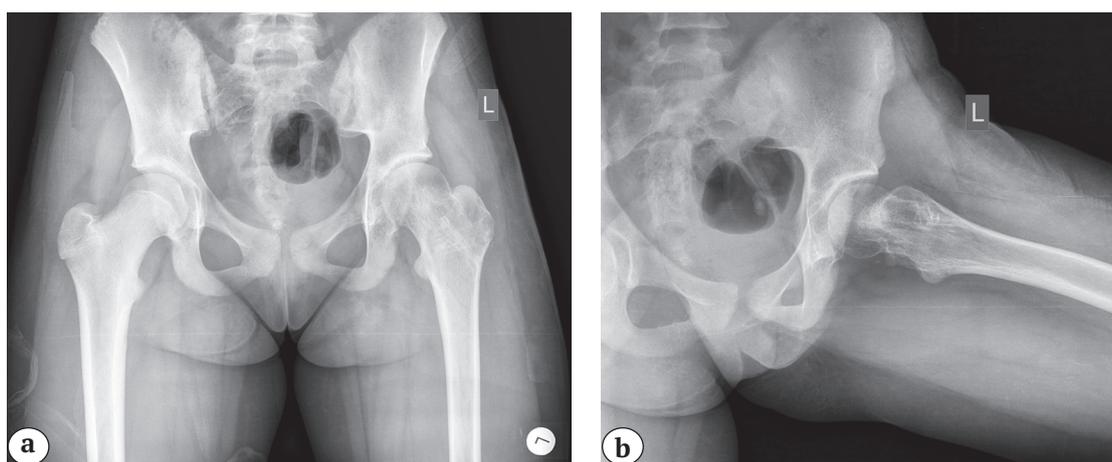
Рентгенограммы тазобедренного сустава пациентки, через 3 года после оперативного вмешательства в прямой проекции (а) и положении Лауэнштейна (б): положение эпифиза бедренной кости правильное, дистрофических изменений не отмечается
